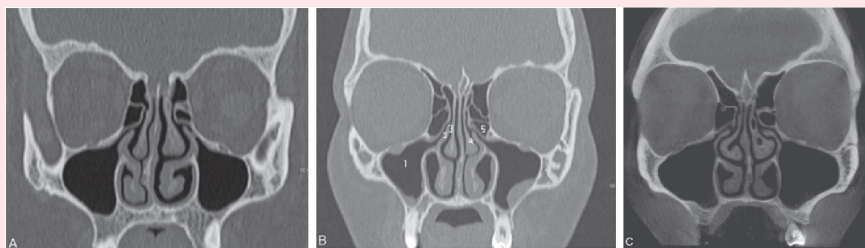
窦口鼻道复合体区域的冠状骨窗图像 (不同患者): 标准 MDCT (A)、低剂量 MDCT (B) 和 CBCT (C)。与 MDCT 相比, CBCT 图像能清晰的显示窦口鼻道复合体的复杂结构: (1) 上颌窦; (2) 钩突; (3) 半月裂孔; (4) 中鼻道; (5) 筛骨泡。
